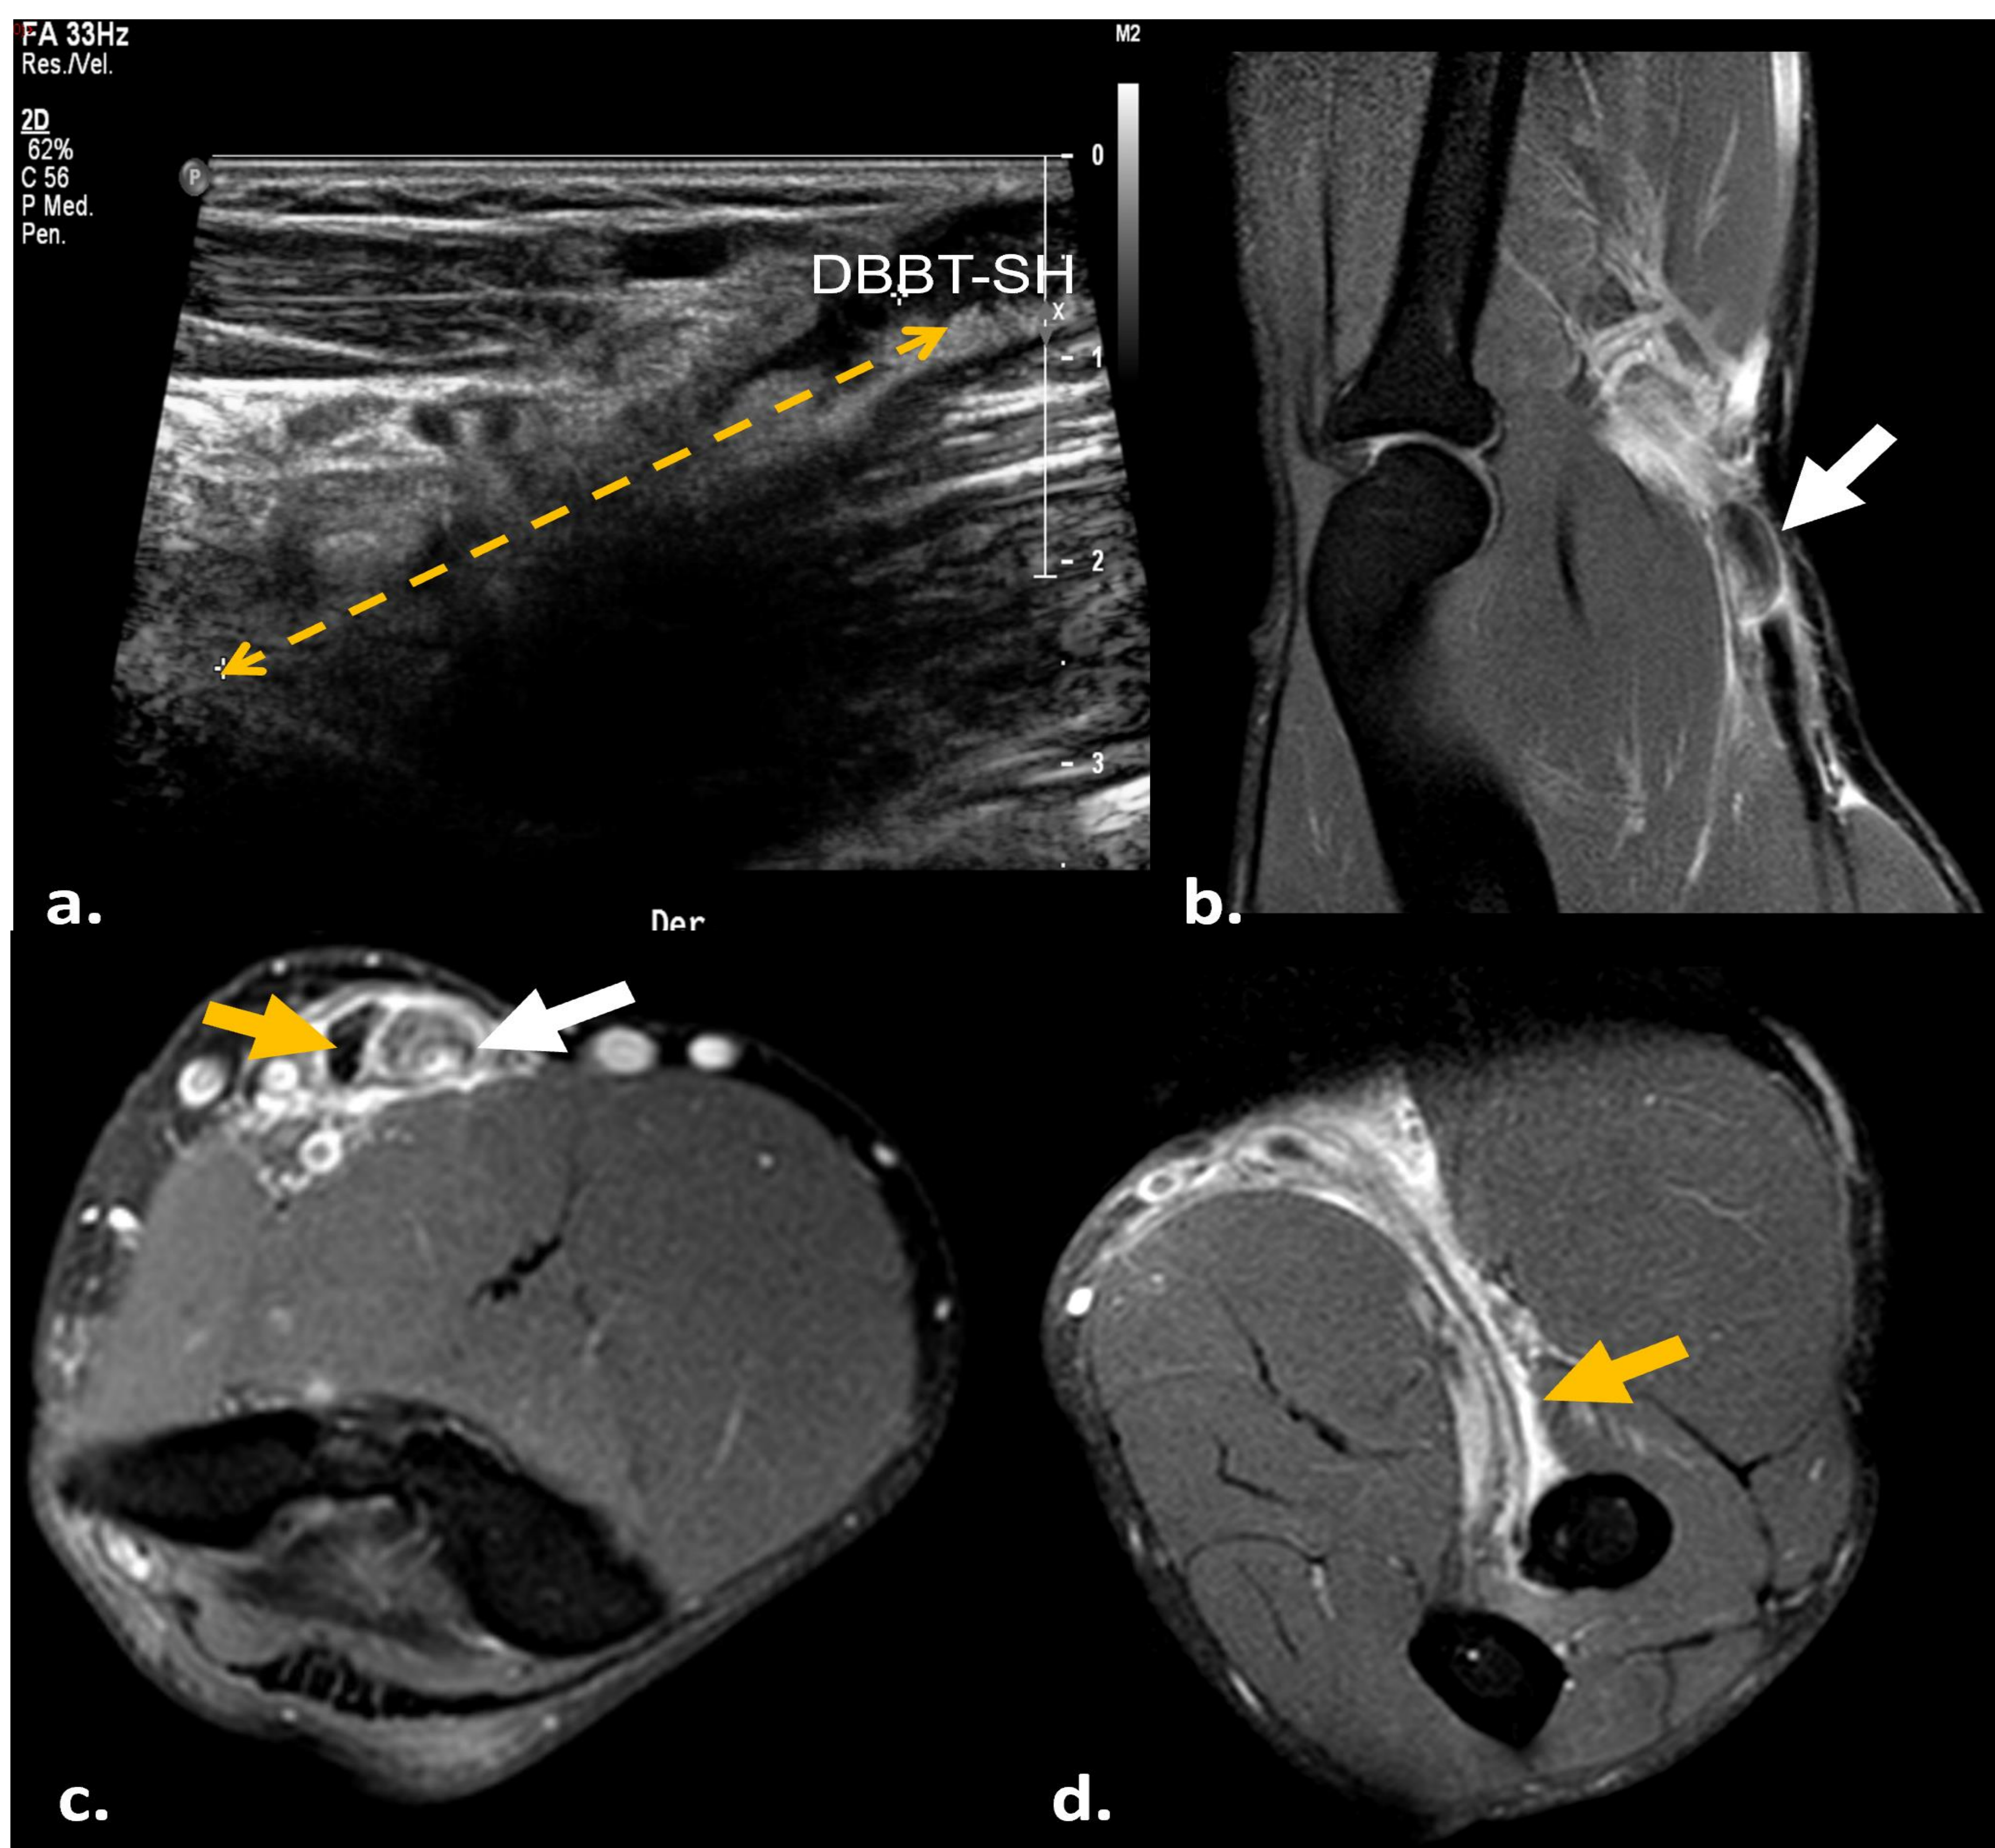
US longitudinal de una rotura del tendón distal del bíceps braquial (a). RM con secuencias DP con supresión de grasa en sagital (b), axial (c) y FABS (d). Rotura completa del tendón distal de la cabeza corta del bíceps braquial, con extremo desgarrado retraído y engrosado en la unión miotendinosa (flecha blanca). Se visualizan algunas fibras aisladas del tendón de la cabeza larga parcialmente desgarrado insertándose en la tuberosidad radial (flecha naranja).
